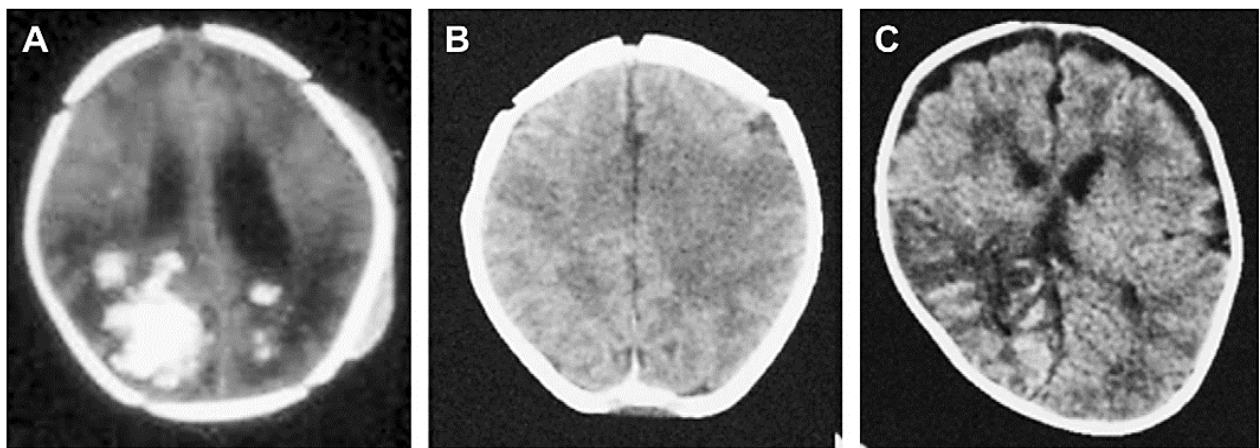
Clichés TDM chez 3 nouveau-nés différents : (A) Signal hyperdense d'hémorragie intraventriculaire et parenchymateuse (B) Œdème cytotoxique bilatéral avec une faible atténuation du cortex dans les zones frontale droite et fronto-pariétale gauche chez un nouveau-né présentant une lésion hypoxique-ischémique (C) AVC du côté droit dans la région pariétale [138].
